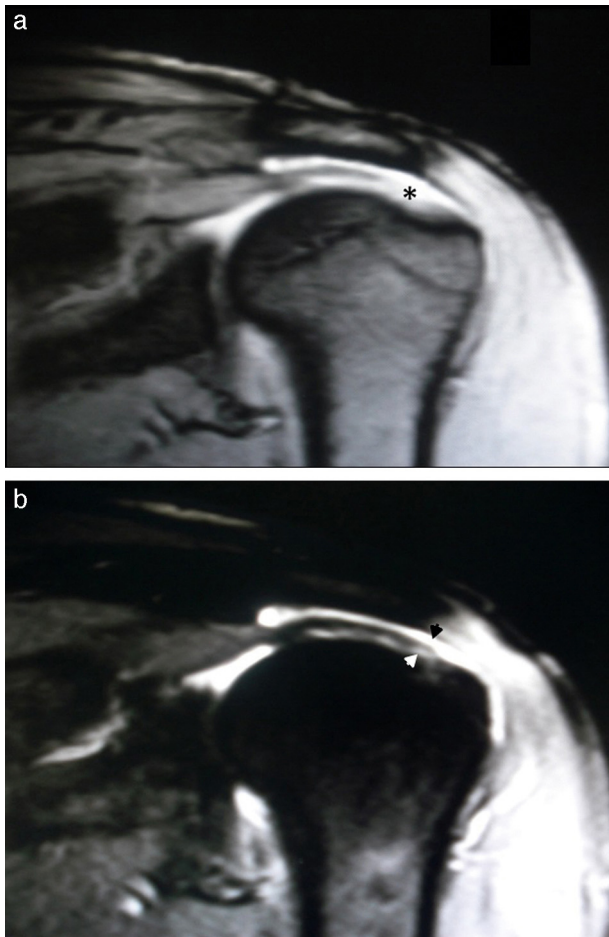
RM de hombro, cortes coronales (a) en ponderación T2 (a) y (b) STIR: el artefacto en ángulo mágico se distingue en la secuencia ponderada en T2, aparentando un desgarro completo del tendón distal del músculo supraespinoso (asterisco), mientras que en la secuencia STIR se evidencia indemnidad del tendón (flechas).
